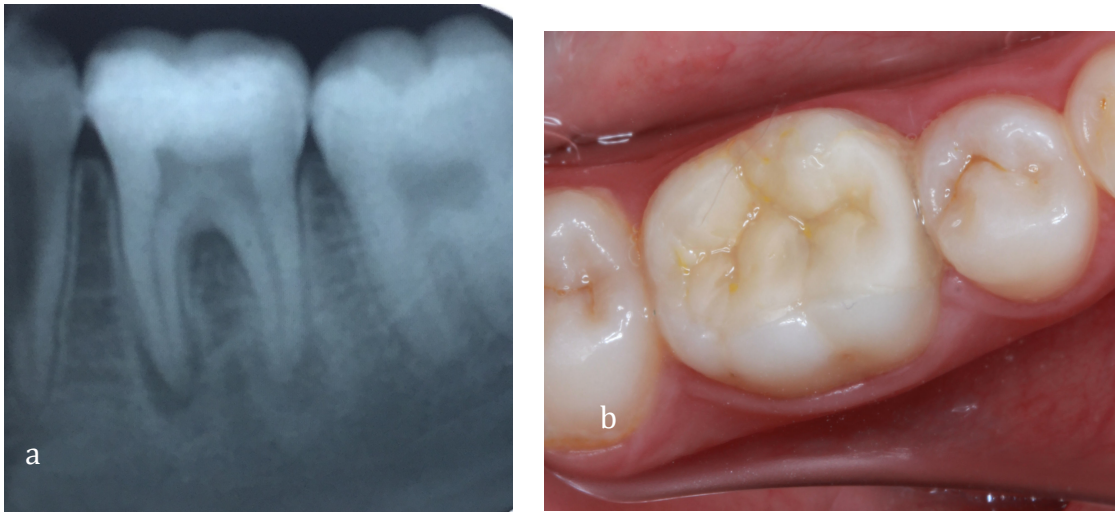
a Radiografía periapical inicial, realizada días después de la urgencia dental.
